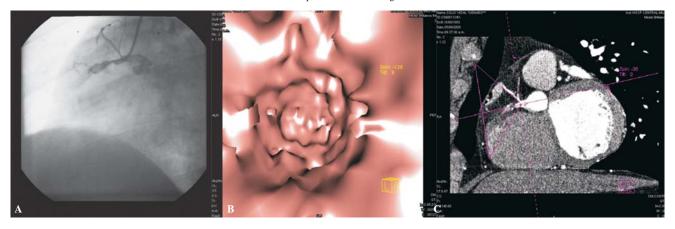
Mismo paciente con oclusión total del Stent documentada mediante angiotomografía de 16 cortes realizada seis meses posteriores a la inicial y corroborada mediante angiografía coronaria. Paciente asintomático cardiovascular.
